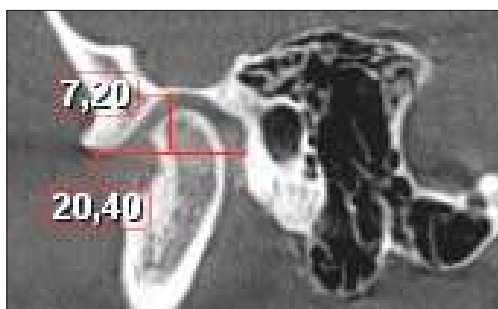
Томограмма височно-нижнечелюстного сустава слева с размерами суставной ямки
